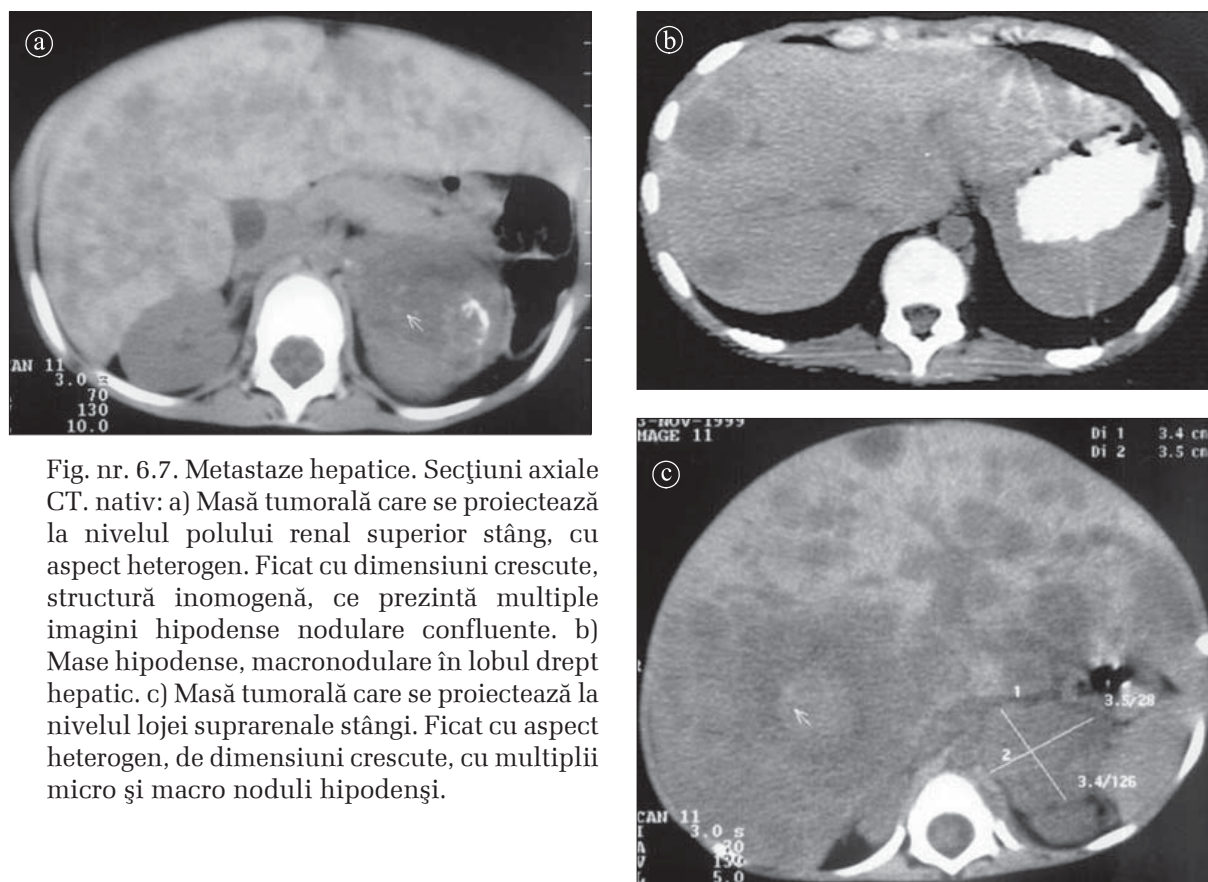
Metastaze hepatice. Secțiuni axiale CT. nativ: a) Masă tumorală care se proiectează la nivelul polului renal superior stâng, cu aspect heterogen. Ficat cu dimensiuni crescute, structură inomogenă, ce prezintă multiple imagini hipodense nodulare confluențe. b) Mase hipodense, macronodulare în lobul drept hepatic. c) Masă tumorală care se proiectează la nivelul lojei suprarenale stângi. Ficat cu aspect heterogen, de dimensiuni crescute, cu multipli micro și macro noduli hipodensi.
